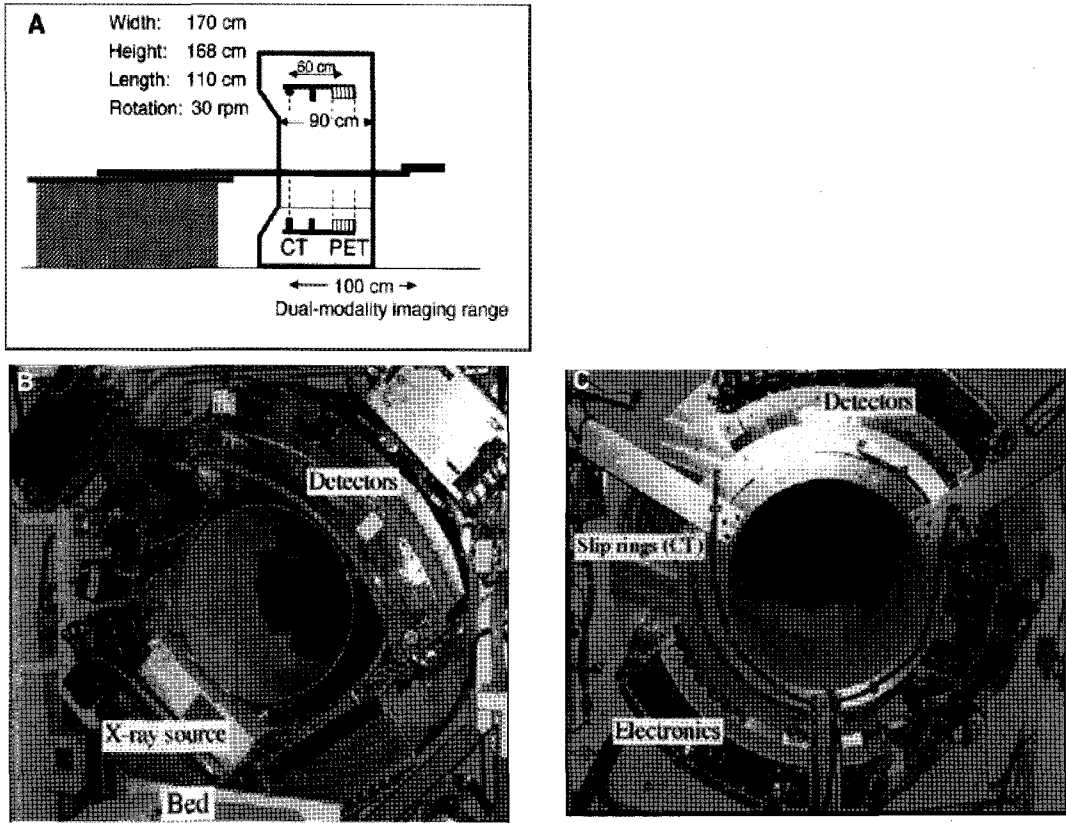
Prototype PET-CT scanner. (A) Design concept of prototype PET-CT scanner. PET component PET components are mounted on aluminum disk attached to back of rotating CT scanner assembly. Centers of fields-of-view of PET and CT (vertical lines) are 60 cm apart. Combined PET/CT gantry is 110 cm deep, 170 cm high, and 168 cm wide. PET and CT data can be acquired over 100 cm axial range of patient. (B) Front view of Somatom AR.SP CT scanner (and front of combined PET/CT scanner) showing x-ray tube housing and x-ray detector assembly. Part of patient bed pallet also is seen. (C) View from rear of PET/CT gantry showing PET detector arrays and electronics; ART detector electronics were rotated sideways 90° to fit within CT gantry dimensions (modified from Beyer11, copyright from The Journal of Nuclear Medicine).
